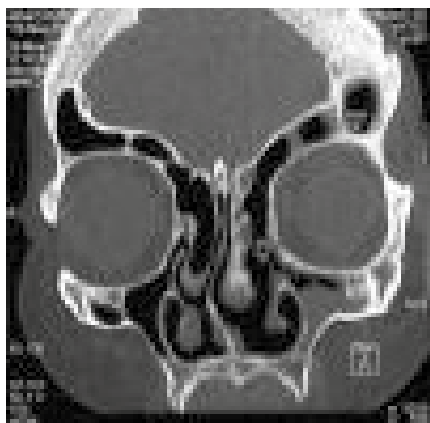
Scansione TC coronale dopo 1 anno, che dimostra la pervietà dell'ostio
